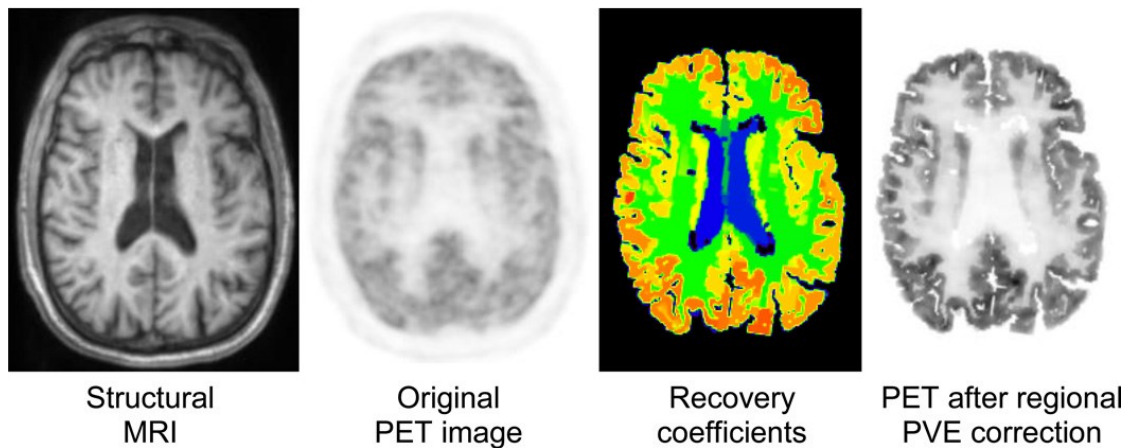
Confronto tra un'immagine PET prima e dopo la correzione del volume parziale (PVE) grazie ai dati RM
